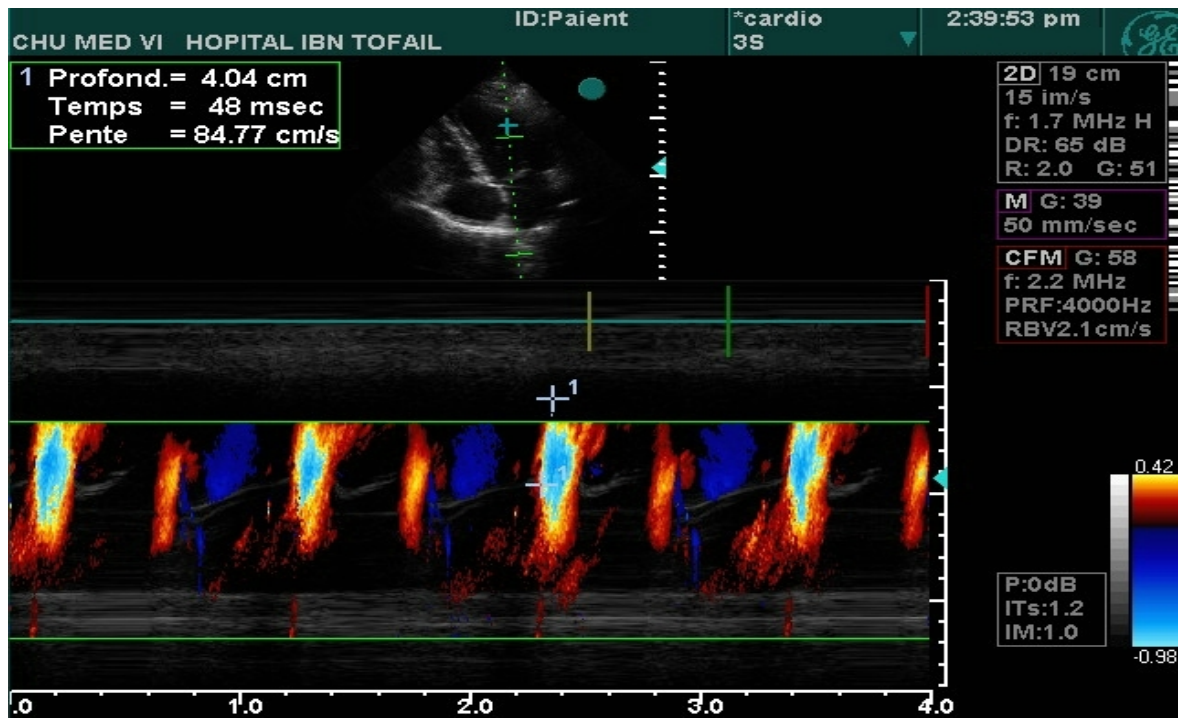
Mesure de la vitesse de propagation du flux mitral en doppler couleur TM.
